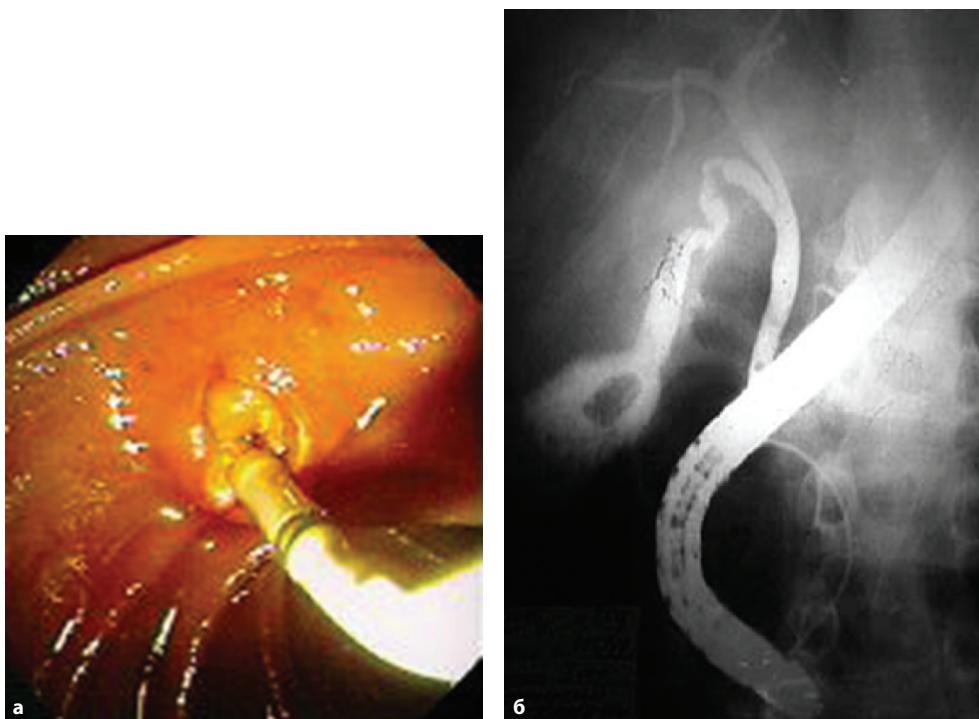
РХПГ. *а* – эндоскопическая картина; *б* – рентгенограмма.
